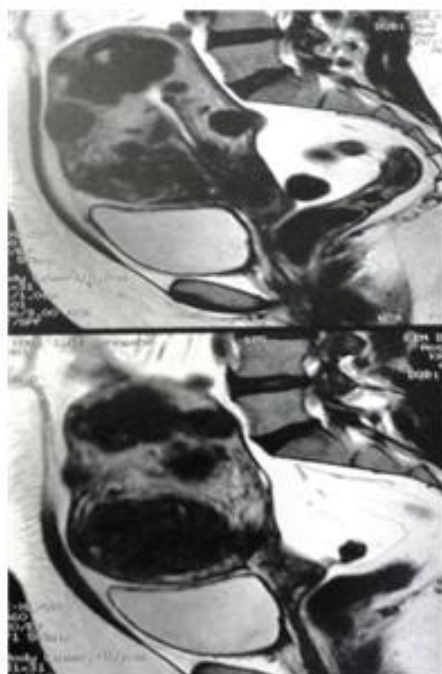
séquences IRM sagittales T2 :meilleure cartographie des myomes utérins
